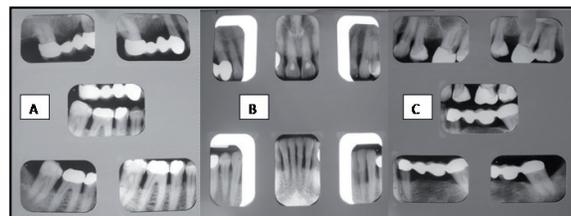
Examen radiográfico periapical, donde se observa pérdida ósea generalizada y ensanchamiento del espacio correspondiente al ligamento periodontal. (B) Zona Anterior superior e inferior; (A,C) Zona posterior superior e inferior.
